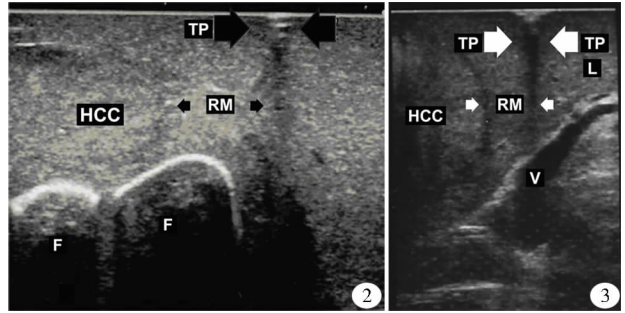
用手指引导离断肝实质平面。HCC:肝癌;RM:切缘;F:手指;TP:离断肝实质平面 图 3 术中超声观察离断肝实质平面与大血管的关系。TP:离断肝实质平面;HCC:肝癌;RM:切缘;L:非肿瘤肝脏;V:重要静脉
